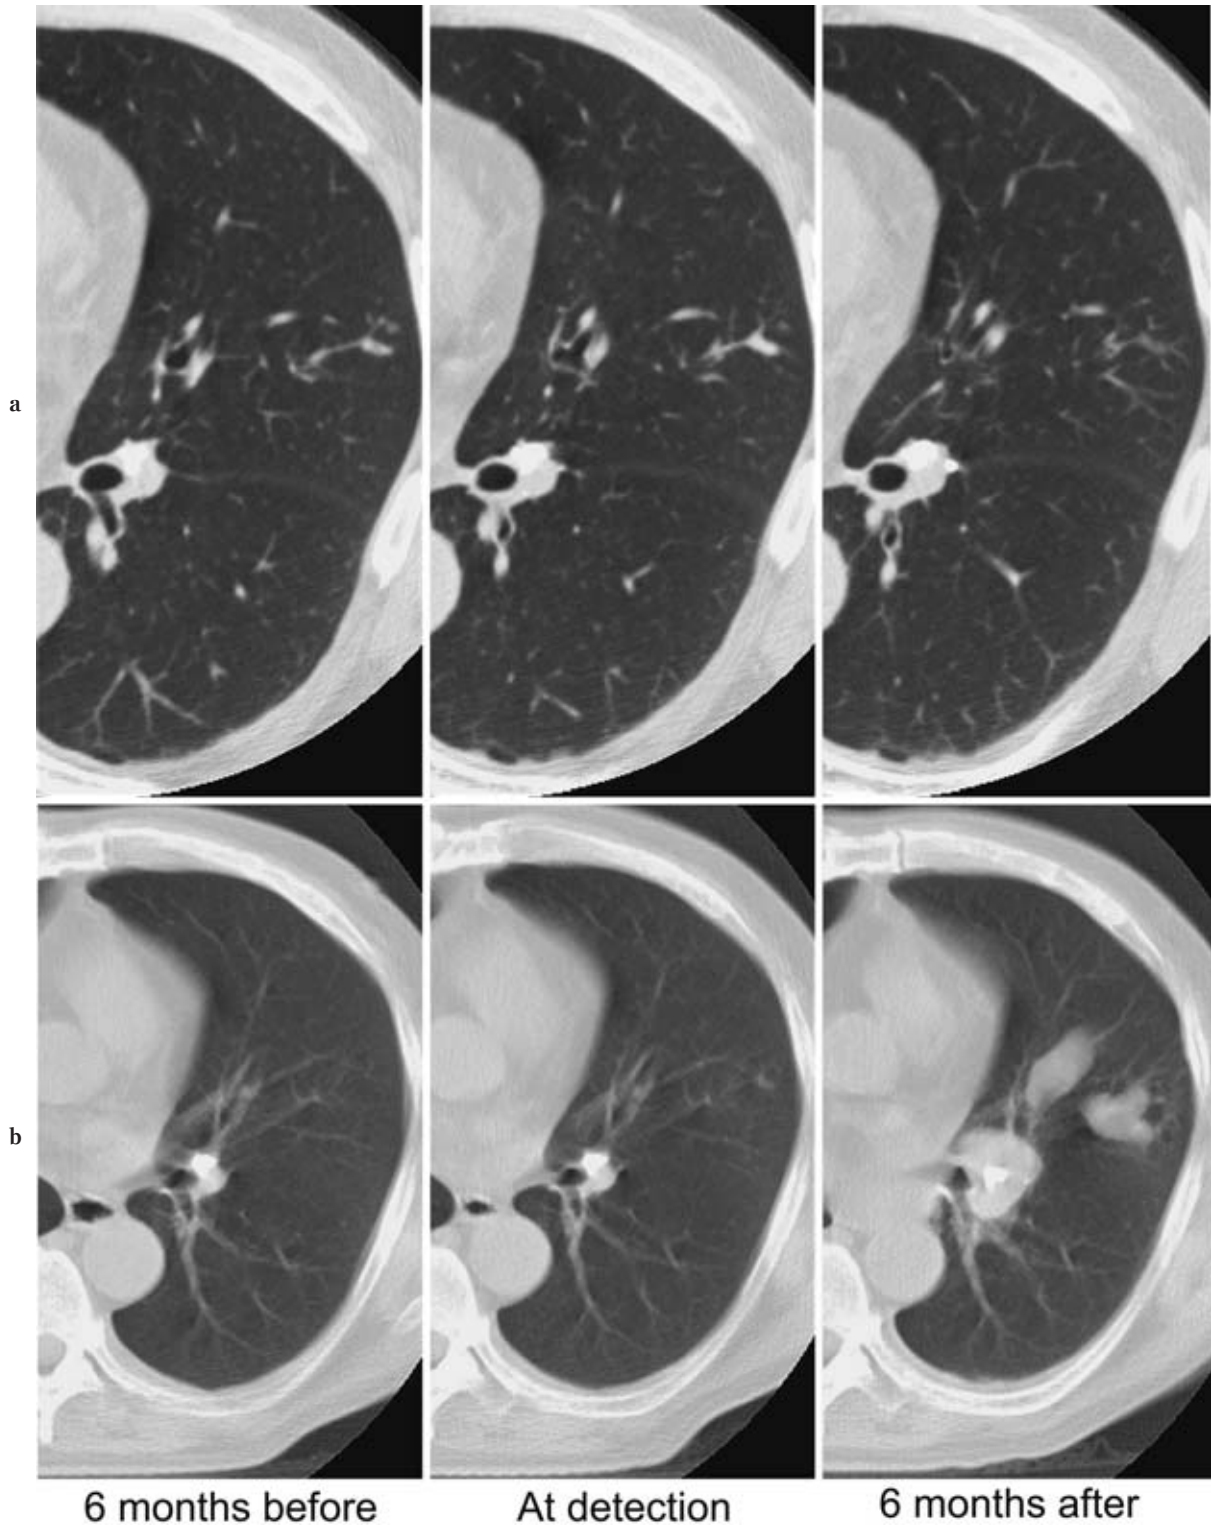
Small cell lung cancer case. (a) Thin-section CT at detection. It was difficult to diagnose as cancer. (b) Screening CT images (from the left side) 6 months before detection, at detection, 6 months after detection.
